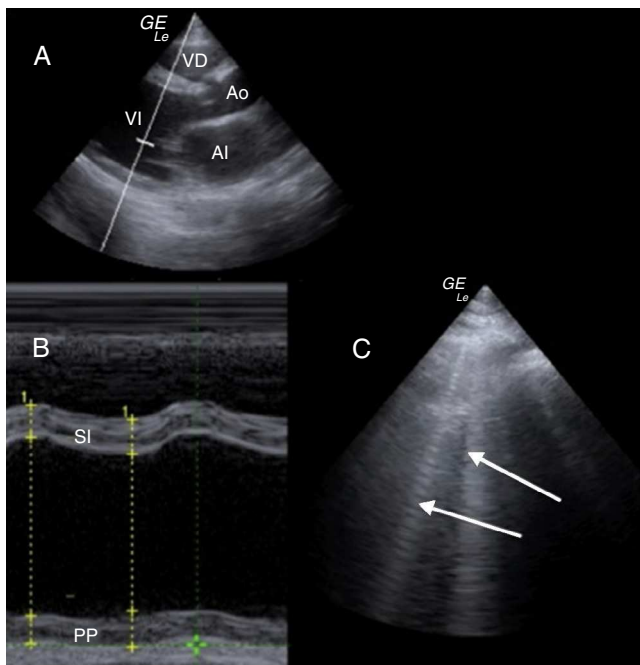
Ecocardiograma: A) Plano paraesternal largo. Aumento del diámetro telediastólico del ventrículo izquierdo (VI); ventrículo derecho (VD), aurícula izquierda (AI) y raíz aórtica (Ao) normales. B) Corte en modo M. Representa las estructuras insonadas en un corte paraesternal largo y cómo evolucionan durante el ciclo cardíaco. Ausencia del engrosamiento sistólico fisiológico del septo interventricular (SI) y pared posterior (PP) del ventrículo izquierdo. Obsérvese que el grosor de las líneas correspondiente al septo interventricular y la pared posterior se mantiene constante en el tiempo. Ecografía pulmonar: C) Líneas B (flechas), sugyentes de edema pulmonar.
